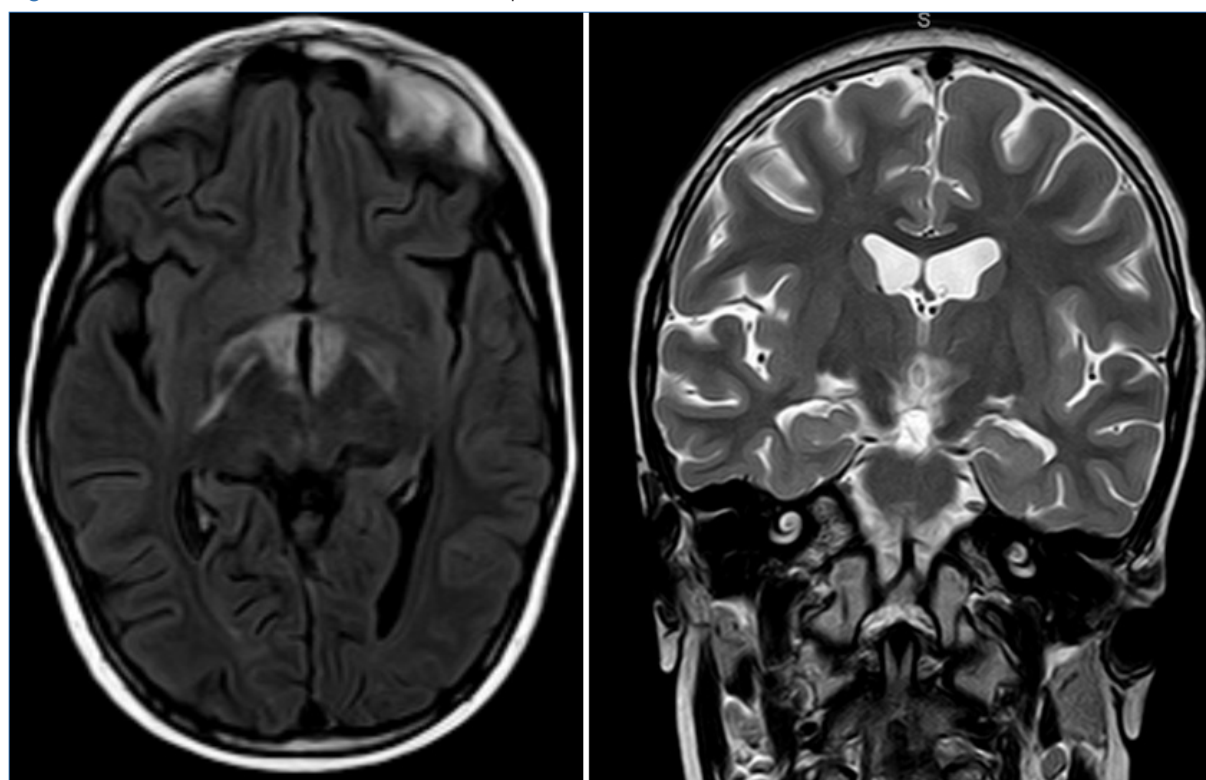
RM de control a los 11 meses del episodio de disminución del nivel de conciencia.
